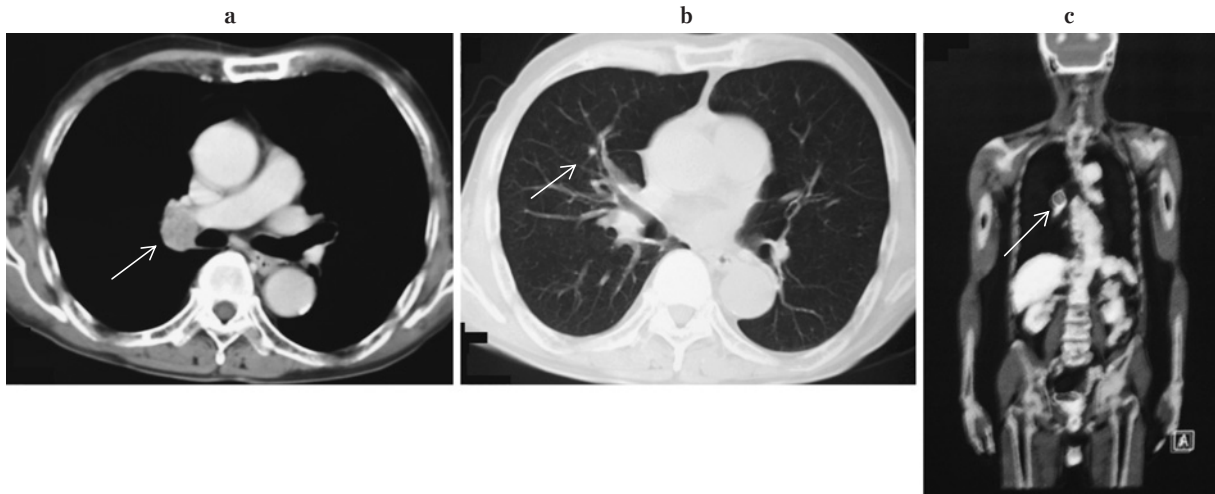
(a) (b) Chest CT revealed a swelling of an interlobar lymph node and a small pulmonary nodule in the right upper lobe. (c) FDG-PET images showed foci of abnormal uptake only in the interlobar lymph node.
